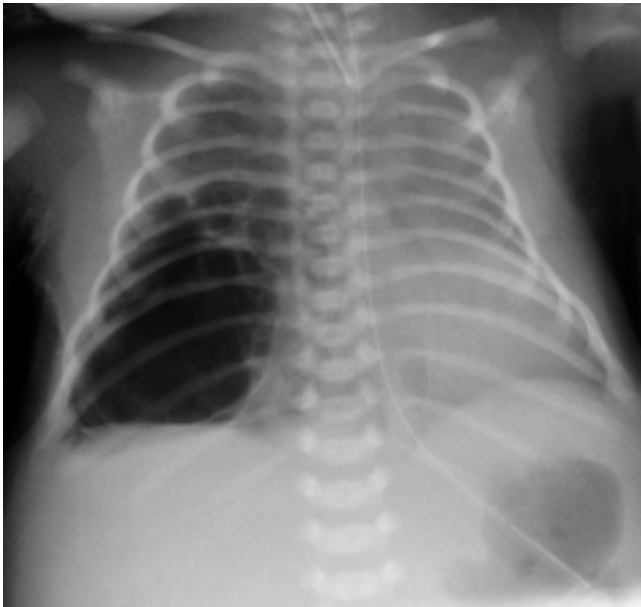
Röntgen-Thorax: HMS II–III°, zystische Veränderungen des Mittel- und Untergeschosses der rechten Lunge.
